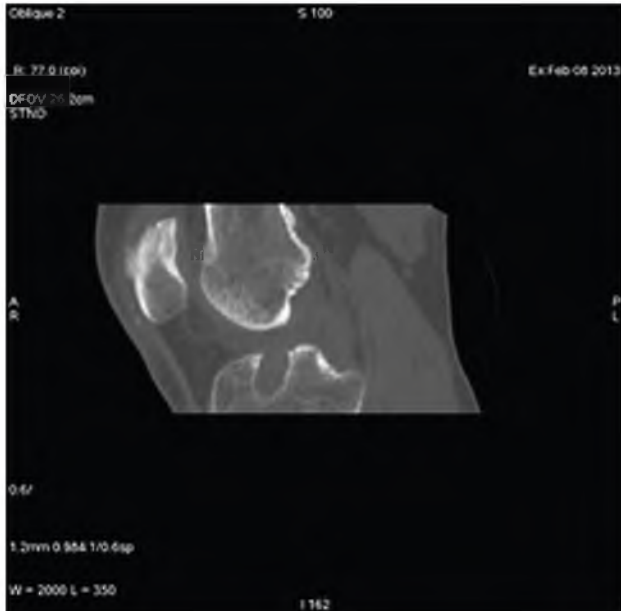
Рентгеновская компьютерная томография надколенника, 3 мес после операции. Плотный материал из гидроксиапатита в дефекте надколенника
